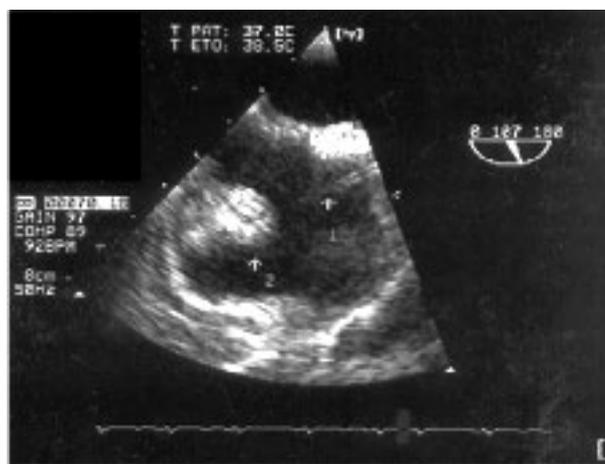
Echocardiographie transoesophagienne : détail de la région auriculaire droite avec (1) le cathéter veineux central en position intra-auriculaire, (2) la masse sessile en aval de la valvule d'Eustachi (abouchement de la veine cave), bien au-dessus du plan de la valve tricuspide.
